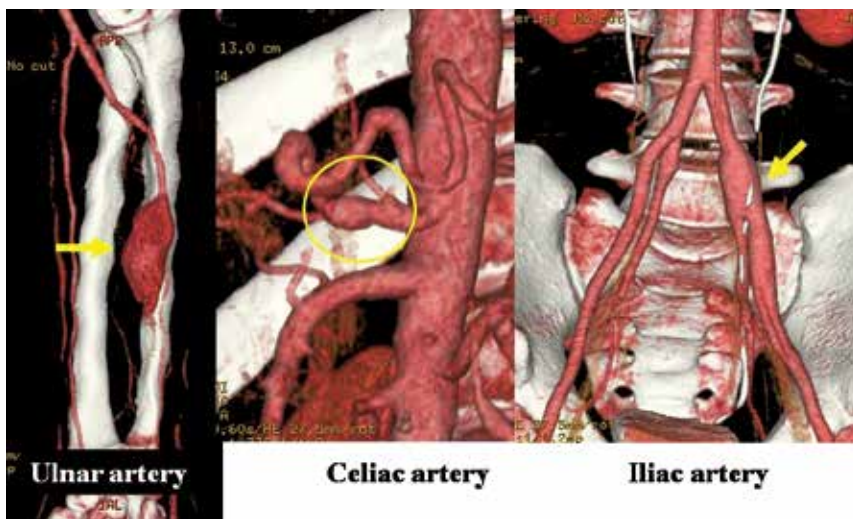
血管型EDS. 多発してみられる動脈瘤 (3D-CT angiography). 25歳男性例.
